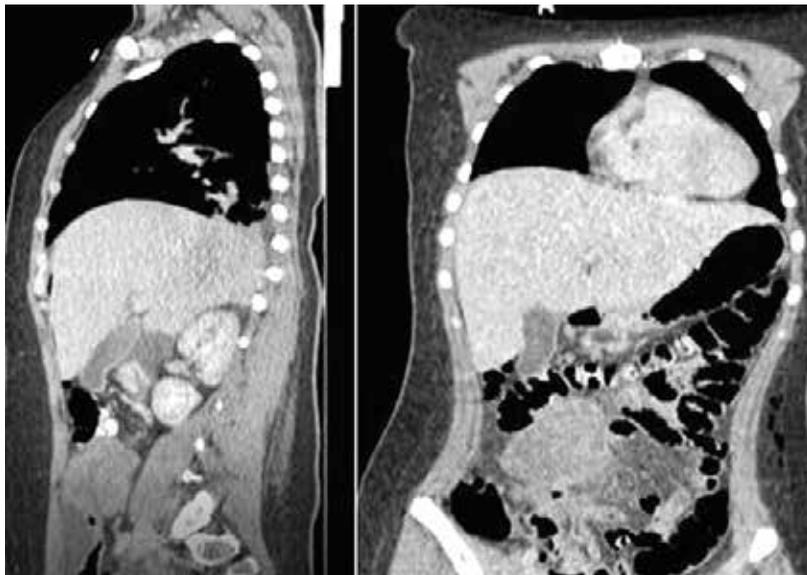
Tomografía computada. Corte coronal y sagital donde se evidencia masa en topografía del íleon terminal.
